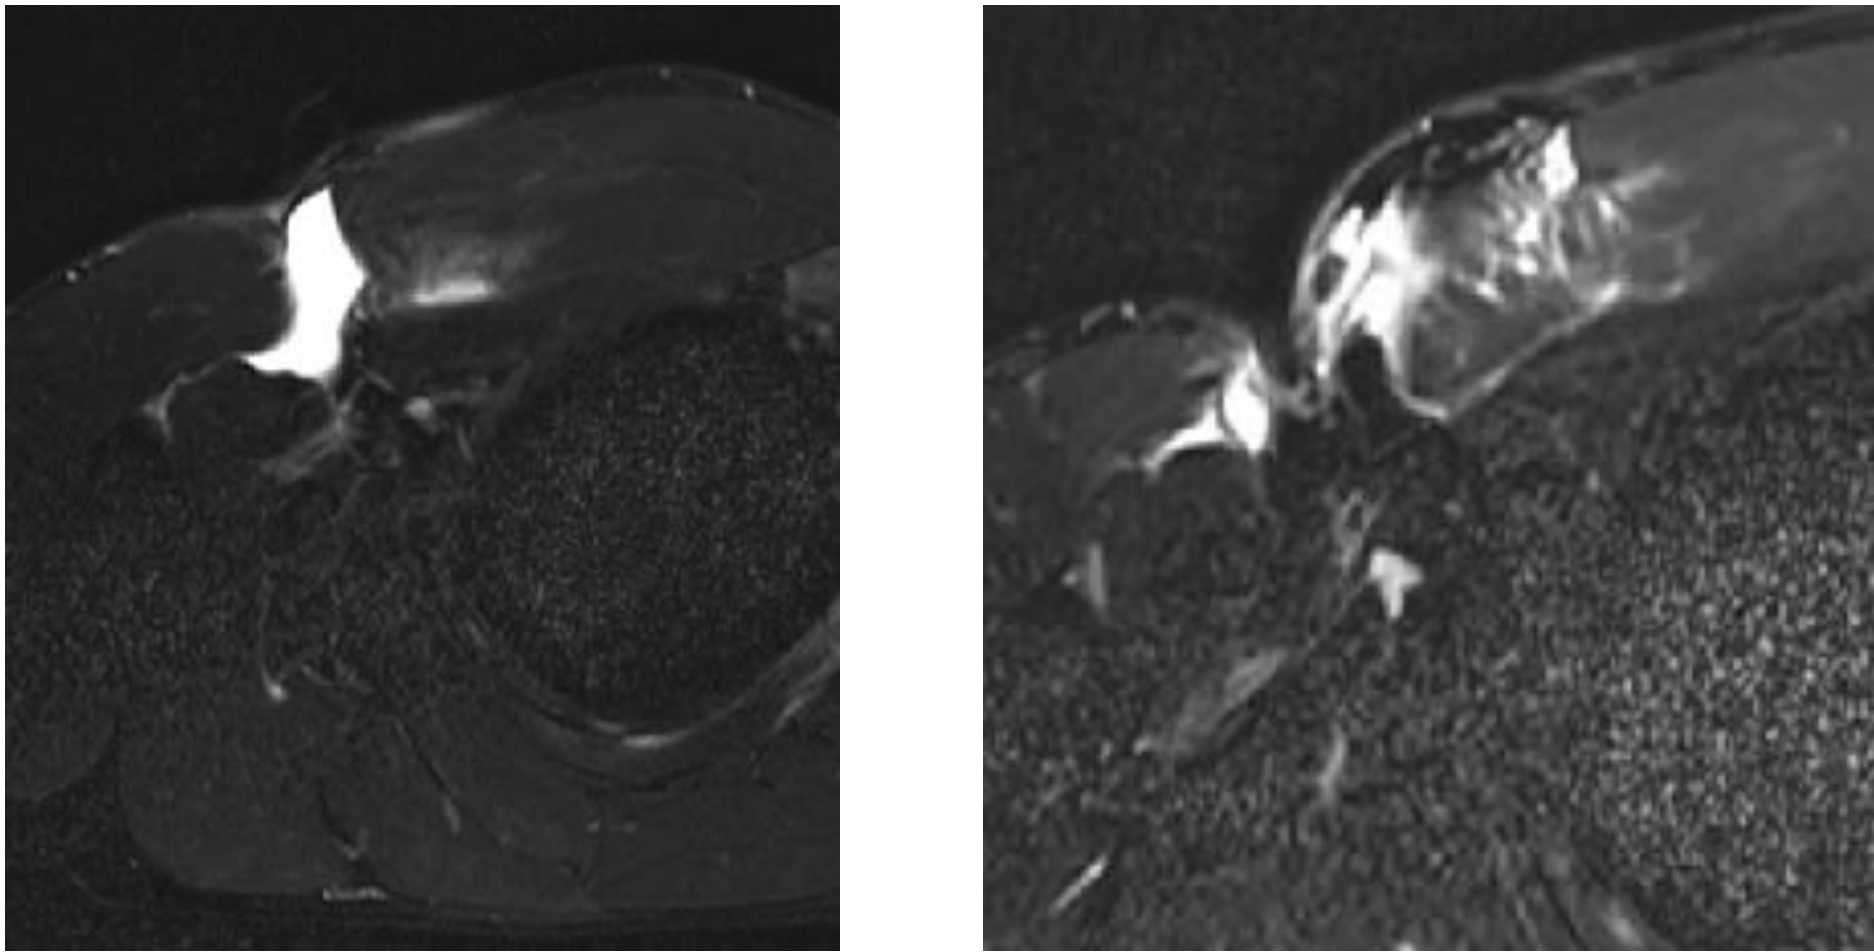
Imágenes de resonancia magnética (rotura del pectoral mayor)
